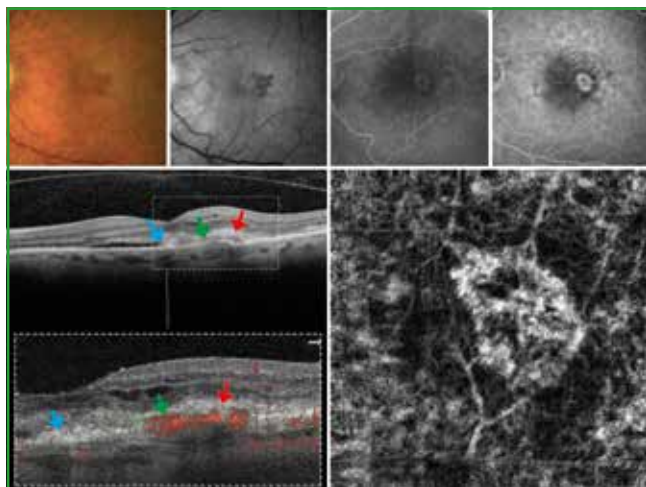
Image extraite de l'article : Kunal K. Dansingani *et al.* Subretinal hyperreflective material imaged with optical coherence tomography angiography. *AJO*, 2016. Imagerie multimodale de l'œil gauche d'un patient de 83 ans présentant une néovascularisation mixte (type 1 et 2), une hémorragie sous rétinienne et du SHE. (Rangée du haut, à gauche). Les photographies en couleur et anérythre montrent une hémorragie sous rétinienne avec fibrine et/ou exsudat (Rangée du haut, à droite). L'angiographie à la fluorescéine à la phase précoce et tardive montre une hyperfluorescence bien circonscrite de type NVC "classique" avec diffusion tardive. L'OCT et l'OCT-A passant par le NVC de type 2 (tête de flèche verte), l'hémorragie sous rétinienne (tête de flèche rouge), et par le SHE (tête de flèche bleu), montrent sur l'image de droite la présence d'un flux seulement en regard du NVC de type 2. L'OCT-A ne détecte aucun signal en regard du SHE.
